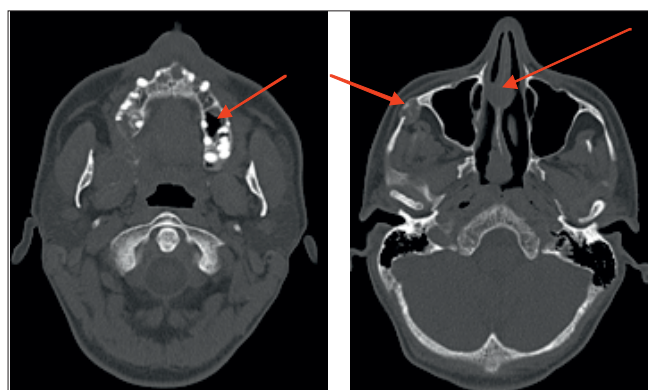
КТ лицевого скелета. Изменения в костной ткани верхней челюсти, в области скуловой дуги
